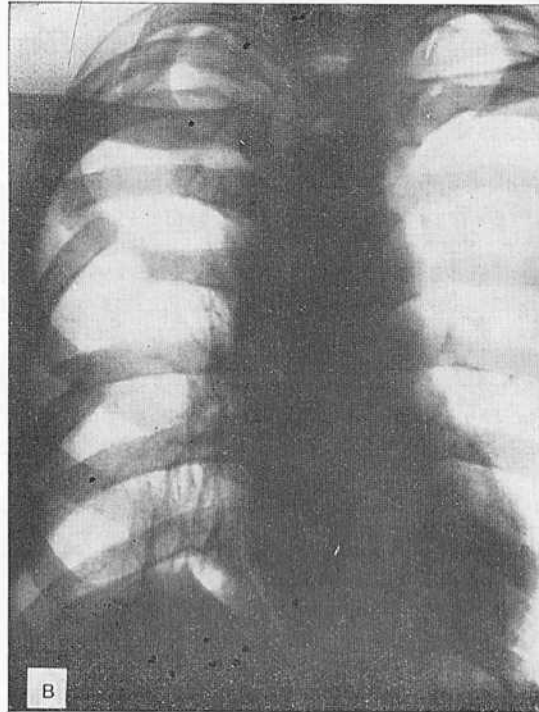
Рентгенограммы больного И. после верхней билобэктомии справа.
